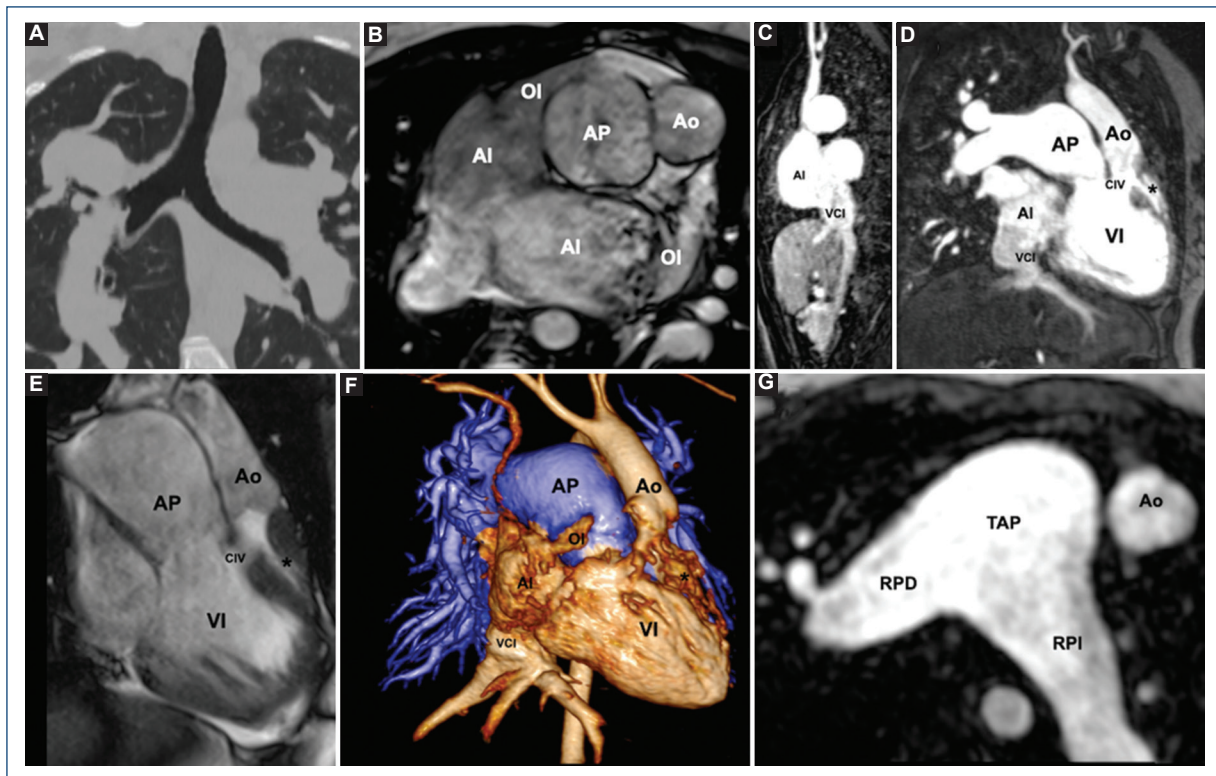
A: tomografía de tórax sin contraste que demuestra el *situs solitus* bronquial. B: resonancia magnética cardíaca. Ambas aurículas tenían orejuelas digitiformes que indican levoisomerismo atrial. C: vena cava inferior (VCI); D: ventrículo morfológico izquierdo (VI) dominante que se conecta con un ventrículo rudimentario (asterisco) a través de una comunicación interventricular (CIV), conexión ventriculoarterial discordante, con relación lado a lado entre la aorta (Ao) y la arteria pulmonar (AP). E y F: discordancia ventriculoarterial. G: dilatación grave del tronco de la arteria pulmonar (TAP) y sus ramas. AI: aurícula izquierda; OI: orejuela izquierda; RPD: rama pulmonar derecha; RPI: rama pulmonar izquierda.
